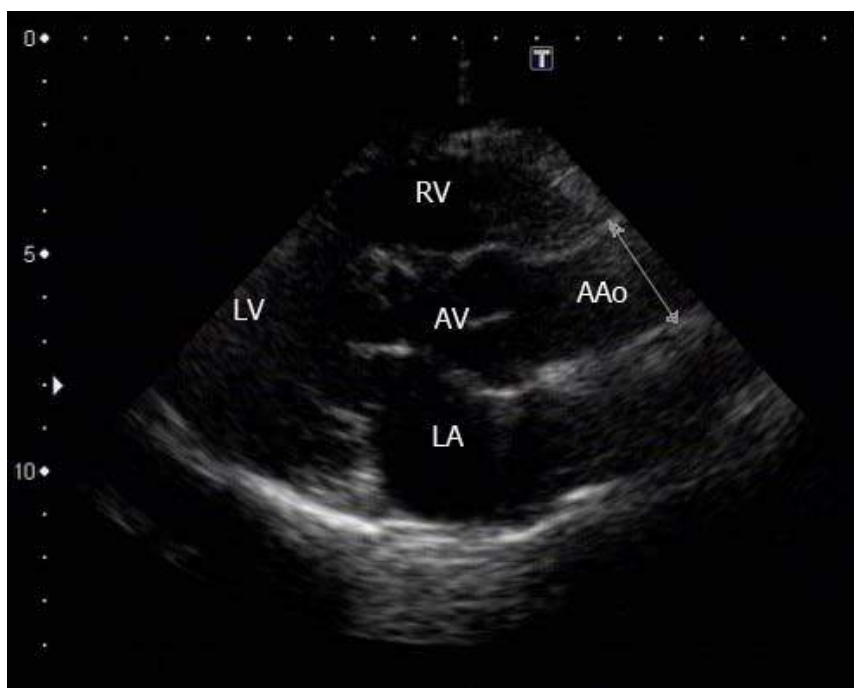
Трансторакальная эхокардиография. Измерение восходящей аорты из парастерального доступа по длинной оси. AAo – восходящий отдел аорты, LA – левое предсердие, LV – левый желудочек, RV – правый желудочек.
